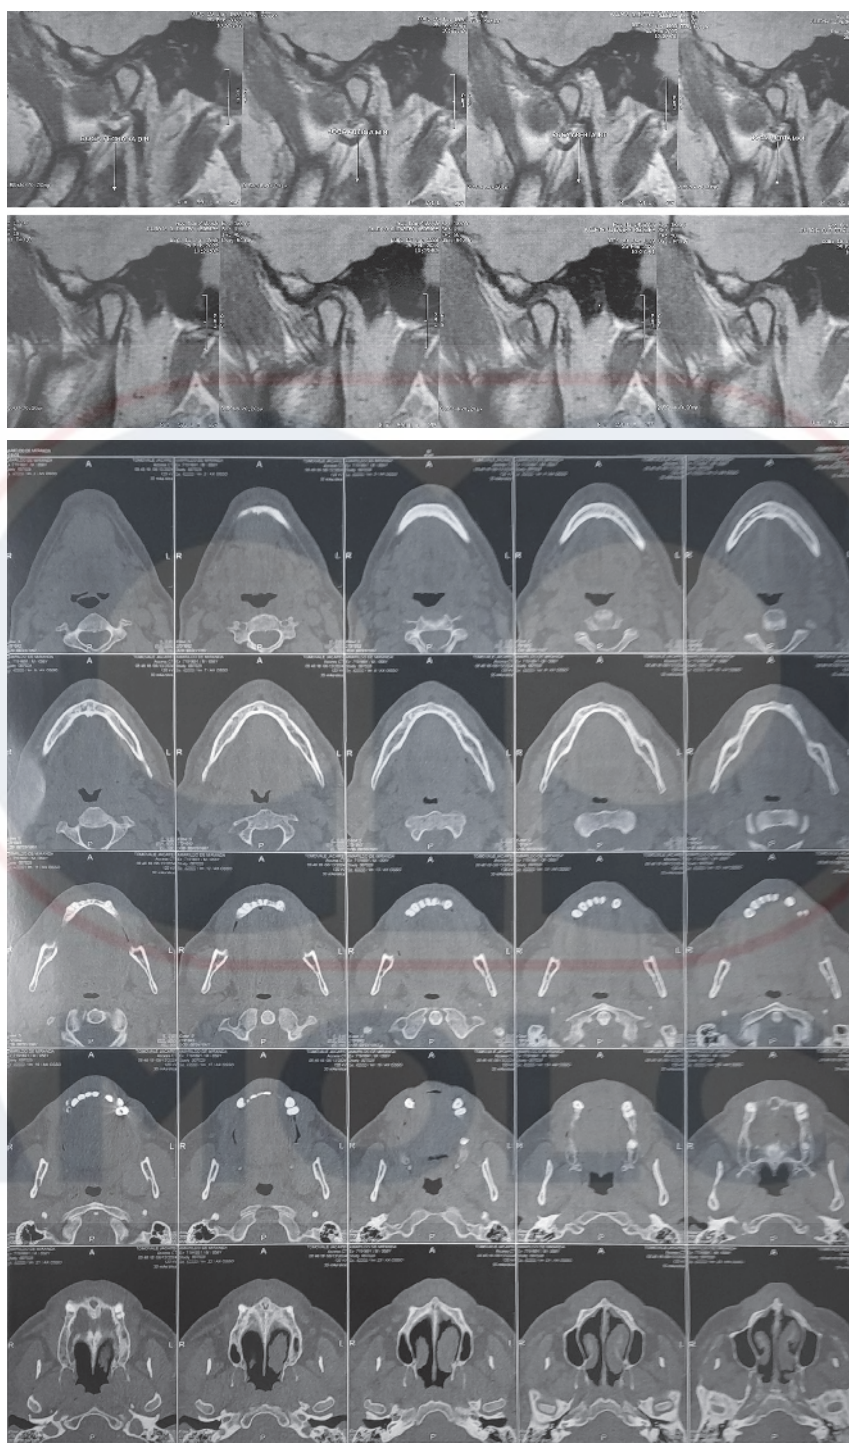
Se solicitan exámenes complementarios, desde radiografías y panorámicas hasta tomografías con reconstrucción 3D e imágenes por resonancia magnética, para confirmar o descartar diagnósticos y llevar a cabo el protocolo de tratamiento.
